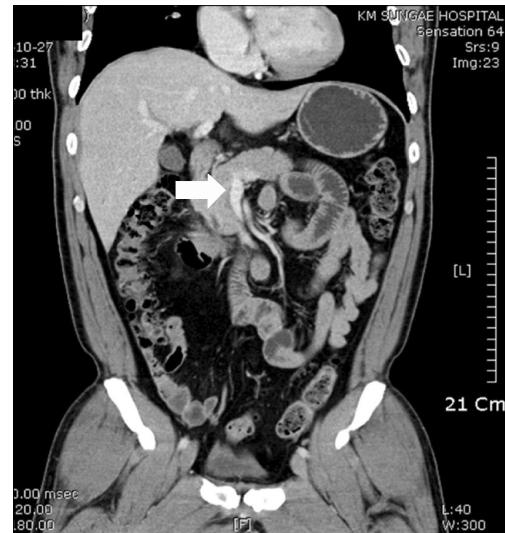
Abdominal CT findings. Six weeks later, coronal CT image showed complete dissolution of superior mesenteric vein thrombosis (arrow).
